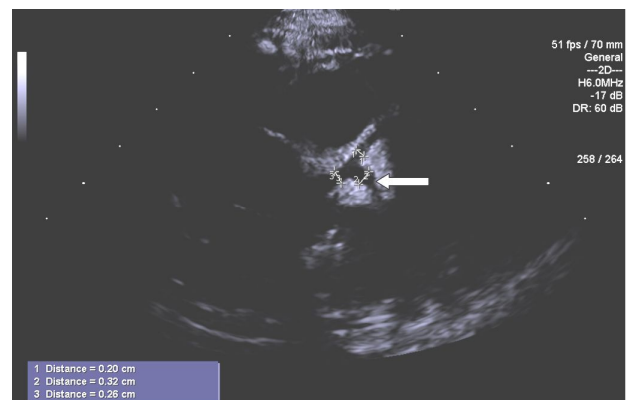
Echocardiographic findings on the 8th day of fever showed the initial sign of dilatation of left circumflex artery measuring 2.8–3.2 mm (z-score 3.62–4.71) (arrow).
